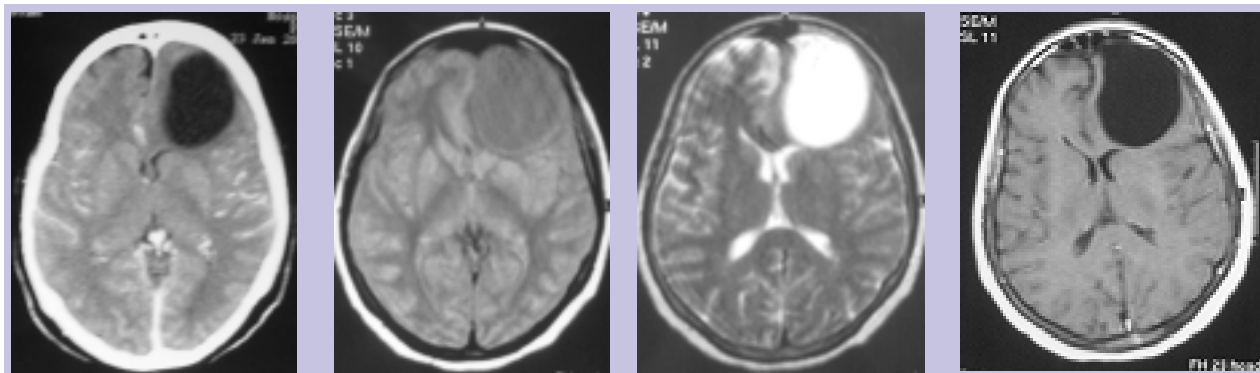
TC CE com contraste e RMN CE (axial DP, T2, T1 GAD) - lesão com densidade e sinal igual ao líquido em todas as ponderações, suprimindo em FLAIR e não evidenciando realce/captação após administração de contraste; efeito de massa (moldagem do ventrículo lateral esquerdo e desvio da linha média).
